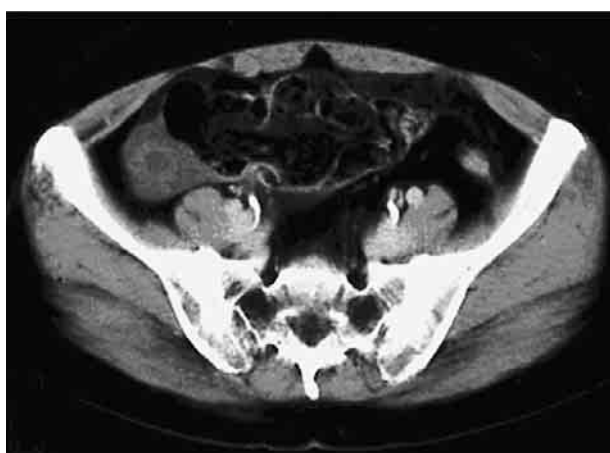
腹部CT：回盲部付近にリング状の造影効果を示す腫瘍を認め、虫垂粘液囊胞腫瘍が考えられた。
